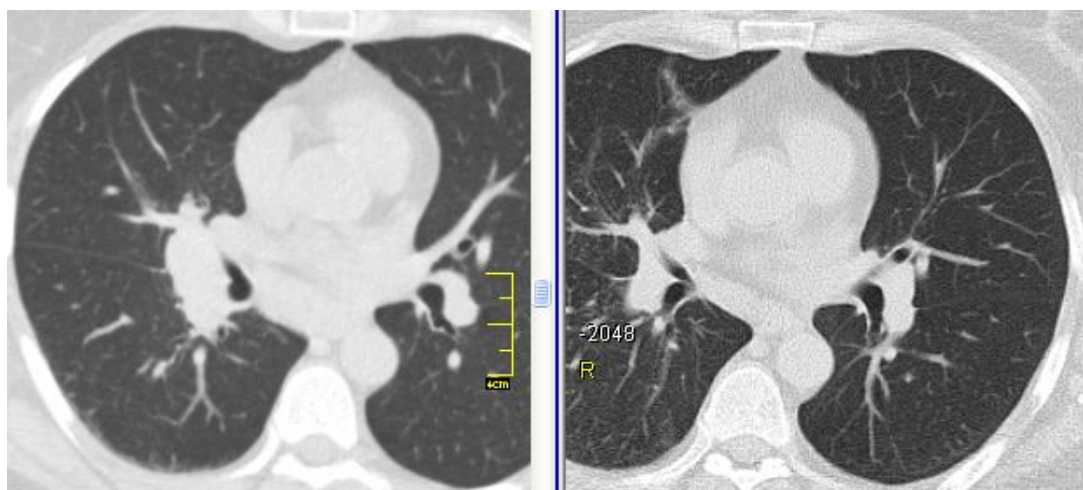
КТ хворої М., 51 роки: саркоїдоз II стадії – правобічна прикоренева лімфаденопатія
